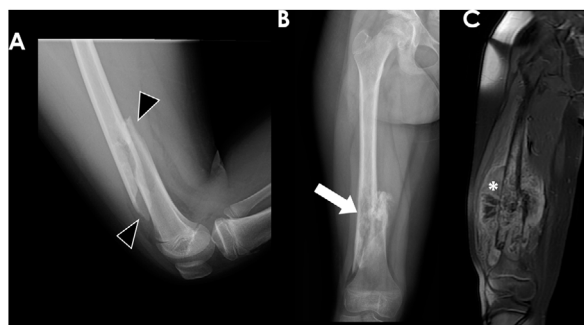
Niña de 10 años con un osteosarcoma convencional del fémur distal derecho que presentó una fractura patológica. La radiografía lateral del fémur (A) mostraba una fractura diafisaria espiroidea (puntas de flecha negras). La radiografía frontal realizada 3 meses después (B) mostraba una mala consolidación de la fractura y la presencia de una lesión permeativa subyacente con reacción perióstica agresiva (flecha blanca). La RM coronal T1 poscontraste con supresión de grasa (C) delineaba el tumor, con intensidad heterogénea y un voluminoso componente de partes blandas (asterisco blanco).
